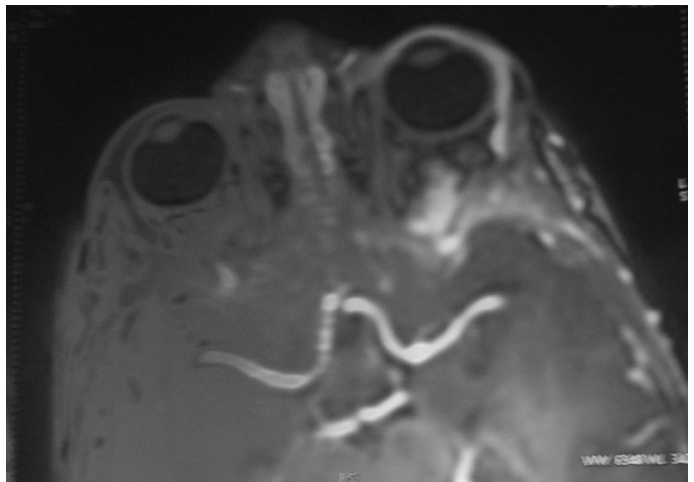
IRM cranio-orbitaire, coupe axiale, séquence T2 avec injection de gadolinium : Dilatation de la veine ophtalmique supérieure gauche.
